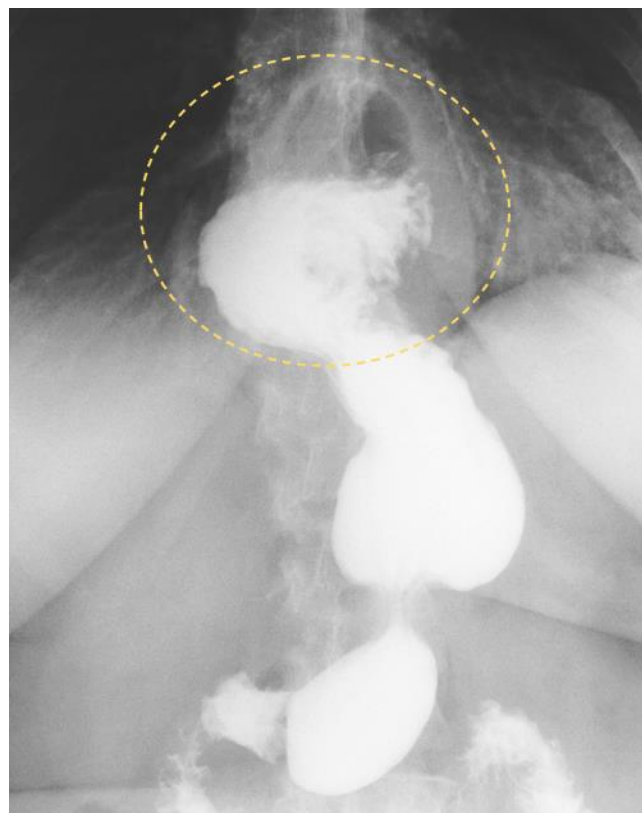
Рентгенологічне дослідження шлунку з сумішшю бірію. кардіофундальні ПЕГ (окреслено овалом).
